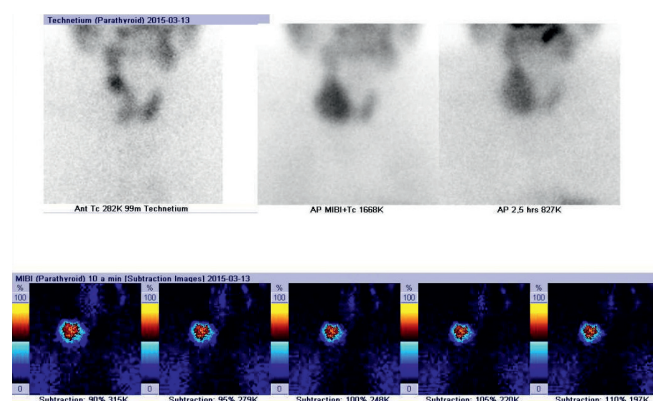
Planar scintigraphy of the parathyroid glands performed using the subtraction method. A focus of increased ^{99m}Tc-sestamibi accumulation corresponding to a focus with no ^{99m}Tc-pertechnetate uptake in the projection of the lower right parathyroid gland.
